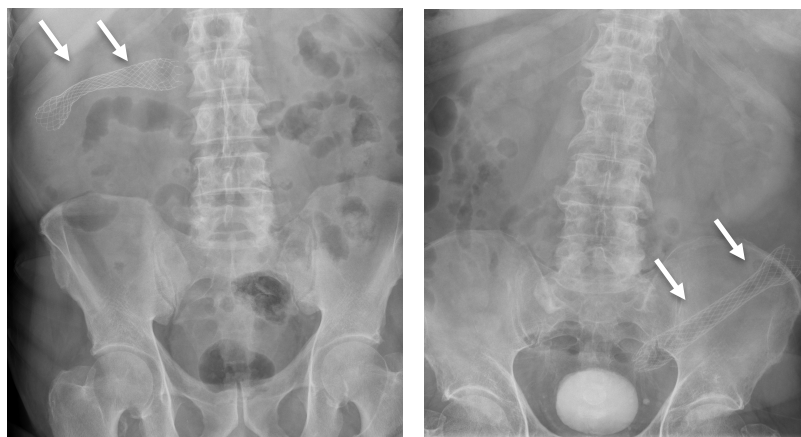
Radiografía de control tras colocación de stent de colon (flechas).
